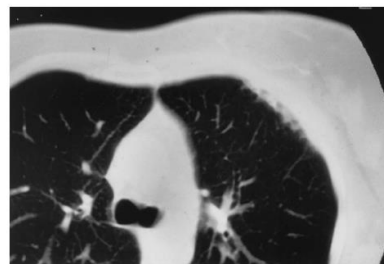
CT slice of lung tissue. Infiltrates in the anterolateral part of the right lung correspond to the radiation field.
